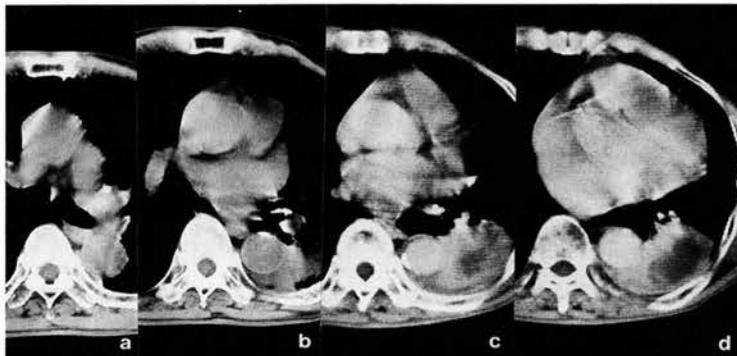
図3と同一症例。4レベルのCT(a、b、c、d)
